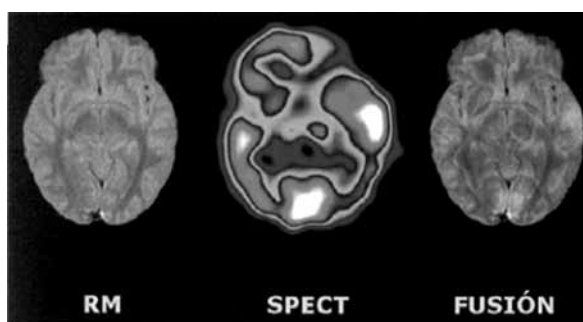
R.M. SPECT y fusión.
